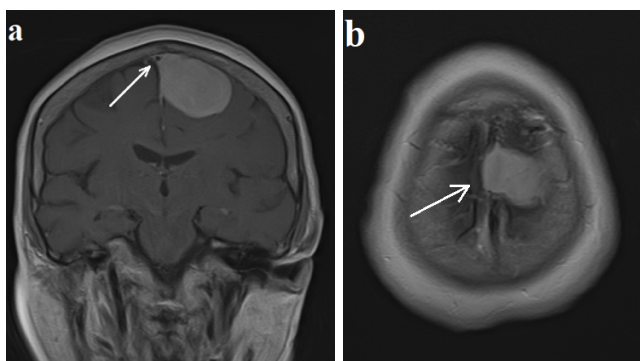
Передопераційне МРТ головного мозку (T1W із контрастуванням). Парасагітальна менінгіома середньої третини верхнього сагітального синусу. (а) Фронтальна проекція. Ознаки ураження латеральної стінки ВСС парасагітальною менінгіомою. Біла стрілка вказує на
